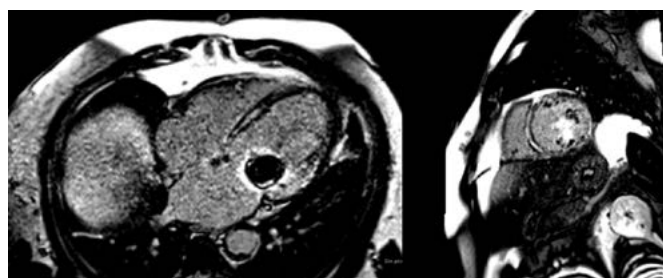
Resonancia magnética cardíaca. Realce tardío de gadolinio mesocárdico septal en ventrículo izquierdo.
